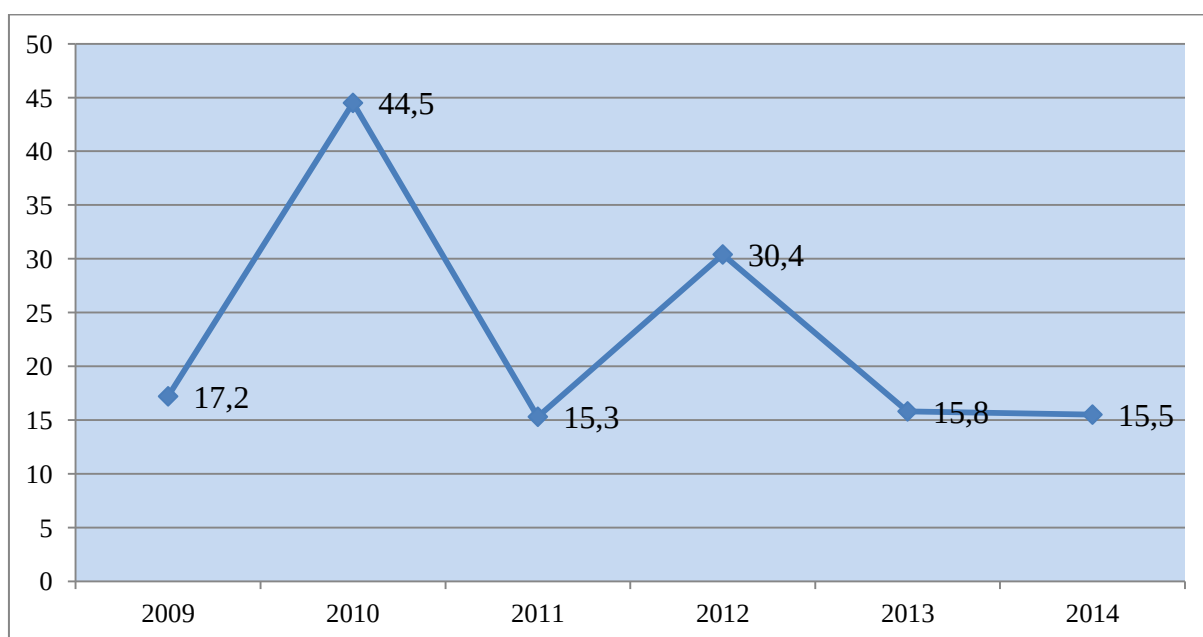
Mortalitatea maternă în RM, a. 2009–2014 (la 100 000 de nou-născuți vii)
